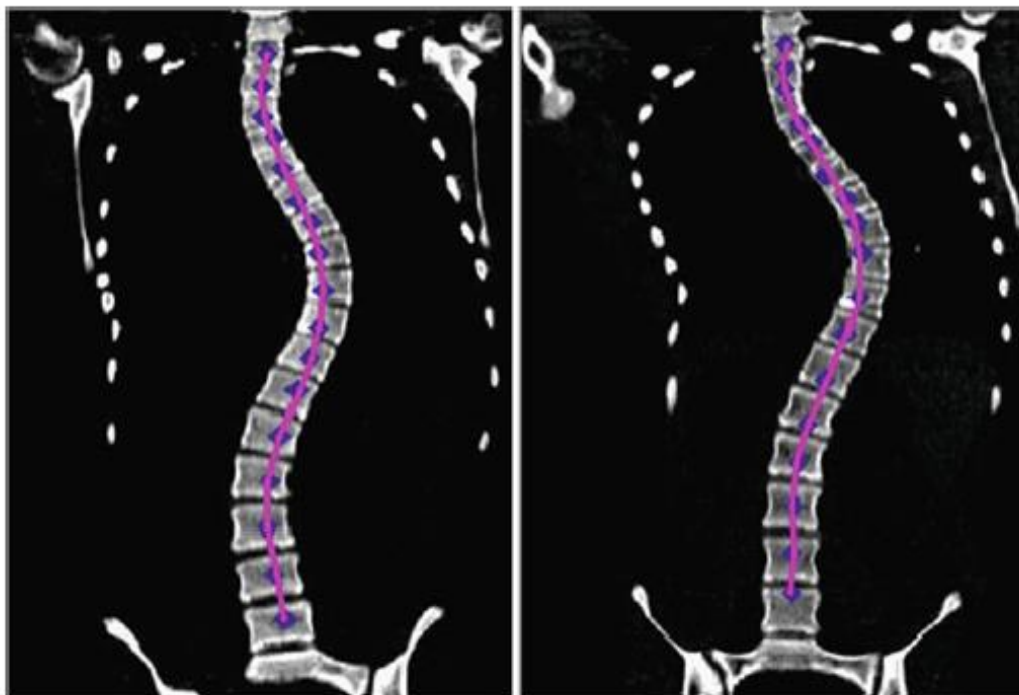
Reconstruções coronais de uma tomografia computadorizada de dois pacientes com escoliose, mostrando as marcas no canal vertebral (diamantes a azul escuro) e um arranjo polinomial entre eles (linha rosa) [20].
